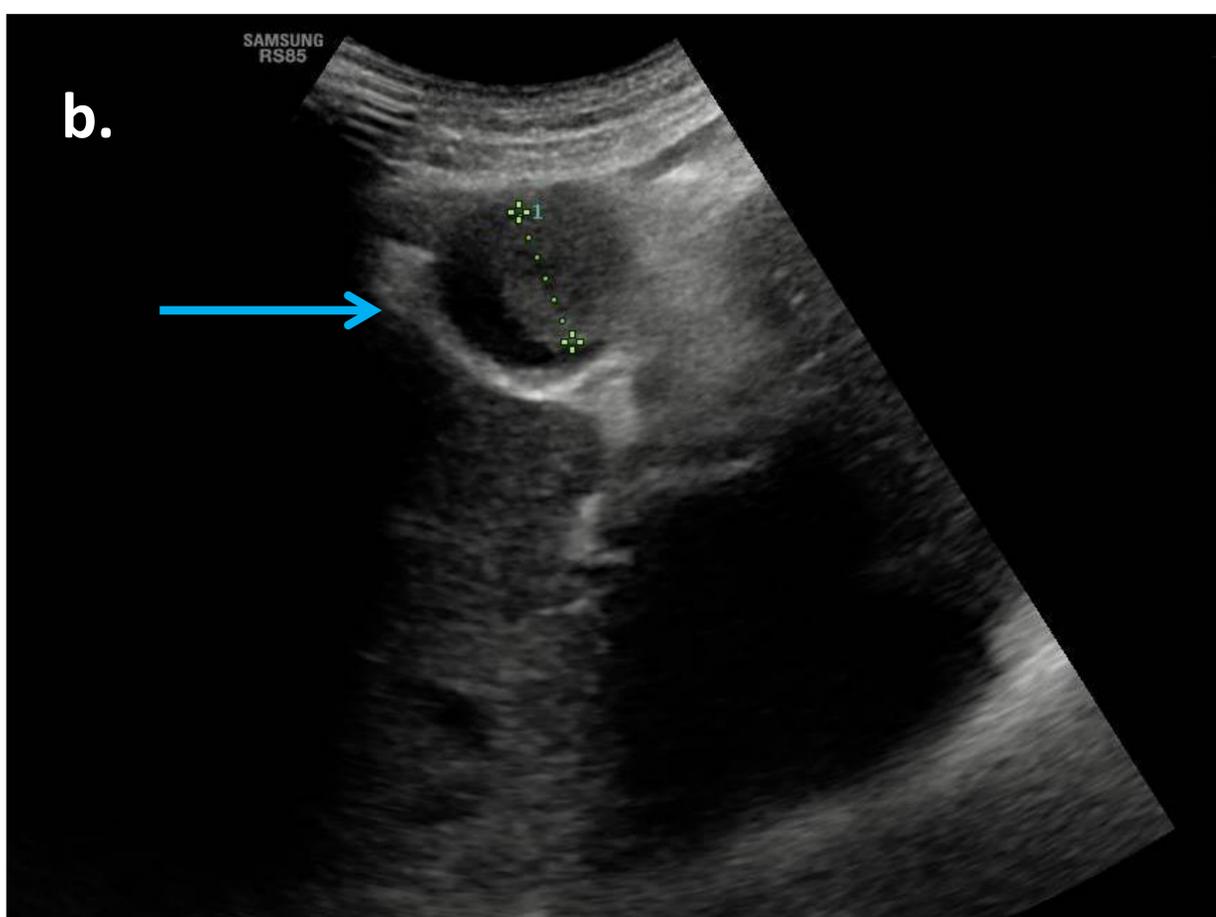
Obsérvese la posición antideclive del contenido de la vesícula. Los hallazgos no son concluyente para colecistitis y se decide completar estudio mediante la realización de TC (Fig 13 c, 13d).
